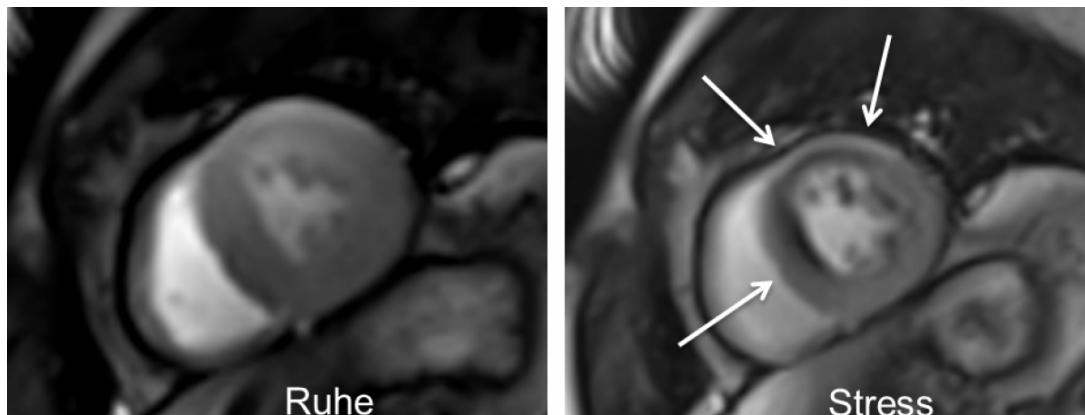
MRT des Myokards in Ruhe und unter Stress mit subendokardialer Minderperfusion (Pfeile der Anteroseptalwand) nur unter Stress
